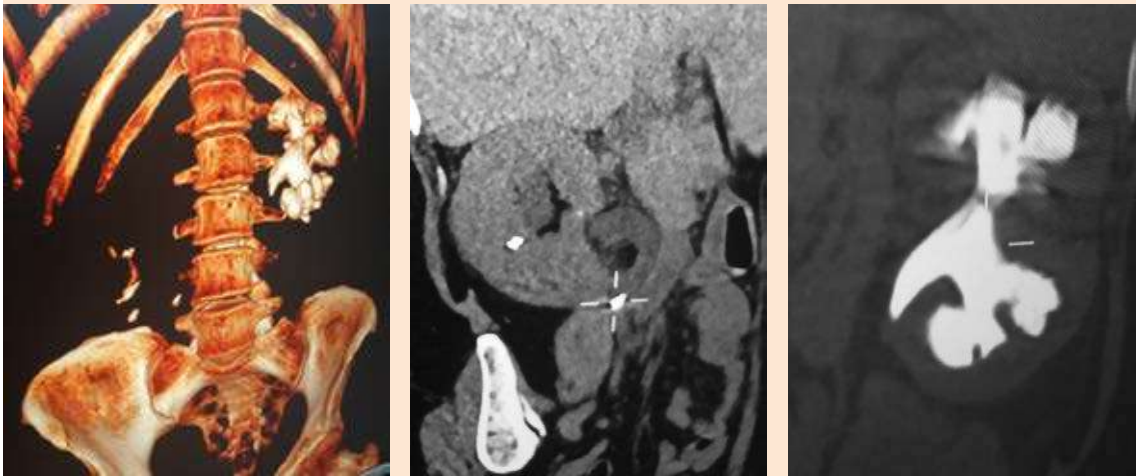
Tomografía axial computada simple de abdomen al ingreso que muestra un lito coraliforme izquierdo y múltiples litos renales derechos y renoureteral ipsilateral parcialmente obstructivo.
